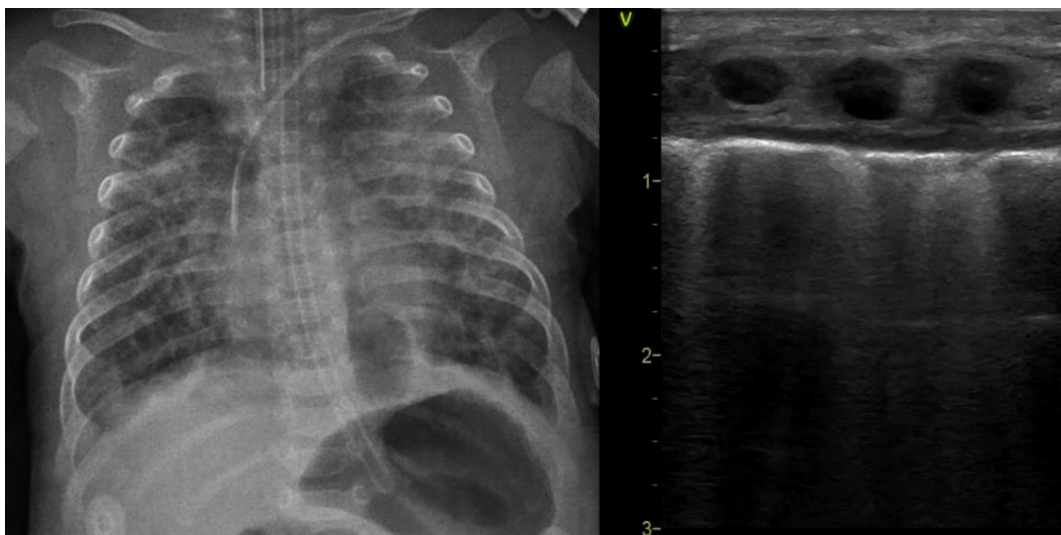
Placa de tórax y ultrasonido pulmonar de paciente con DBP severa. Se muestra engrosamiento de la línea pleural, línea pleural irregular y síndrome intersticial, así como broncograma de colapso.
